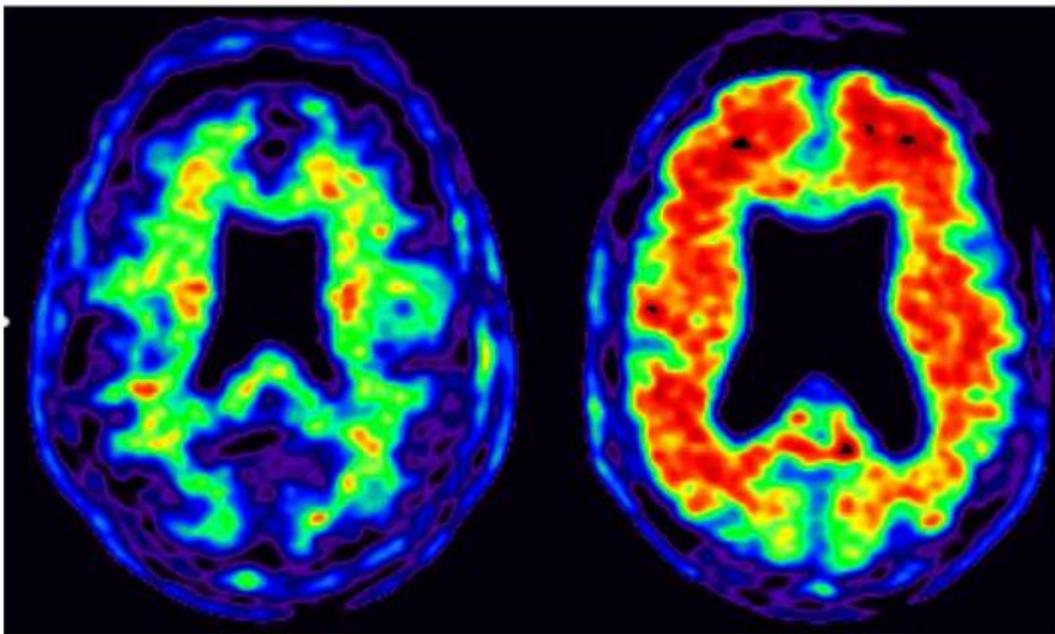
Imagen obtenida por tomografía por emisión de positrones. En la imagen se puede observar a la izquierda la captación fisiológica del cerebro de una persona sana. A la derecha se puede ver la captación patológica de un paciente con Alzheimer. El código de colores de traduce de la siguiente manera: colores fríos (azul-morado) indican poca acumulación de amiloide. Colores más calientes (rojo-amarillo) indican acumulación amiloidea aumentada. (33)
